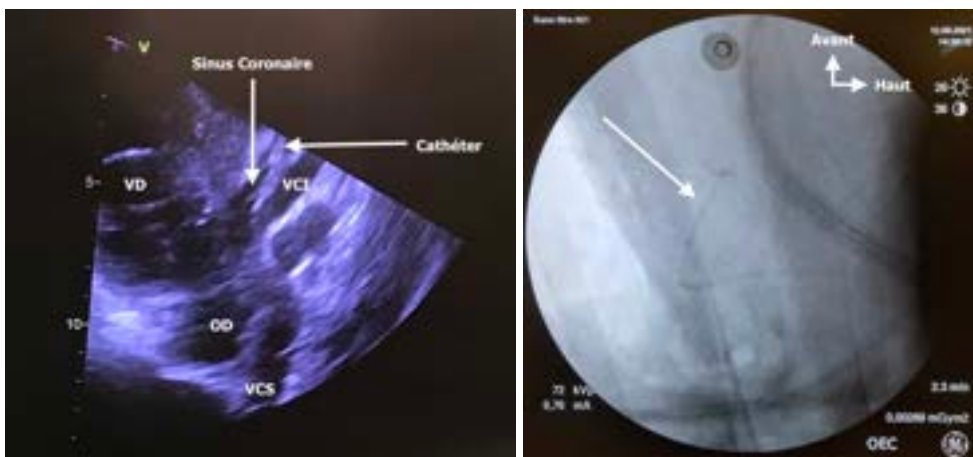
Mise en place du cathéter de sinus coronaire sous échocardiographie et vérification de son bon positionnement sous angiographie.
